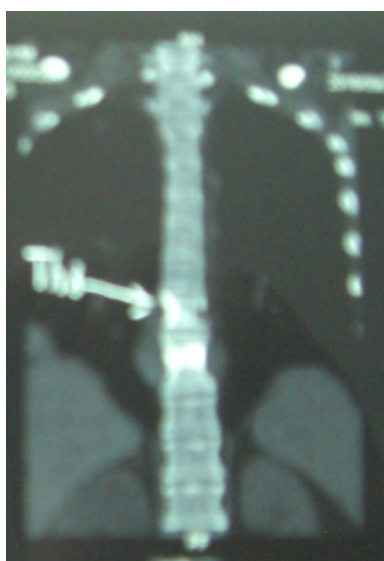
КТ n-aTh 8–9 6-го Г., 30 л
